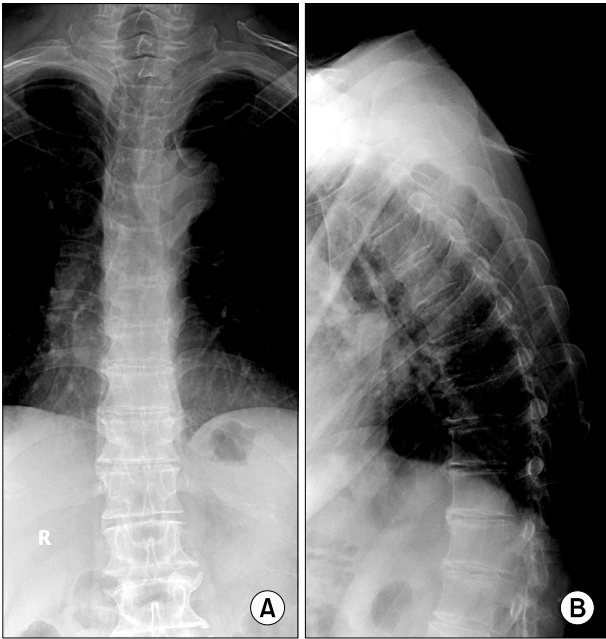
Plain X-ray anteroposterior view (A) and lateral view (B) at thoracic spine level shows non-specific finding.
